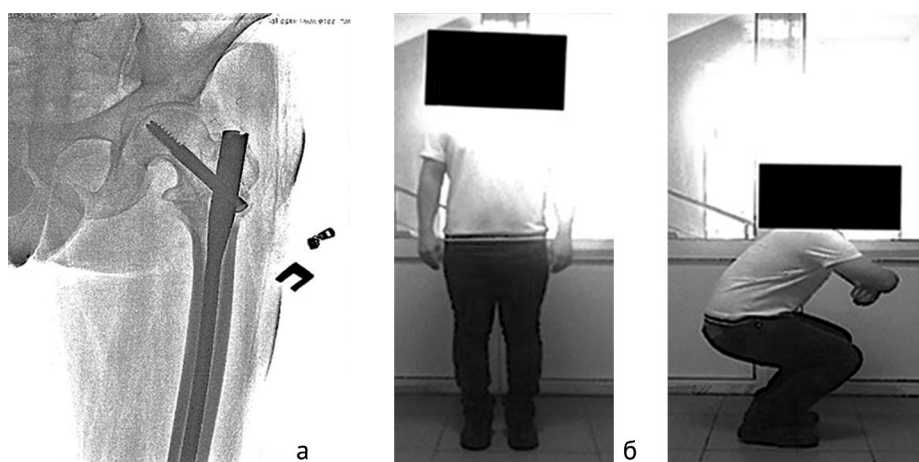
Результат лечения пациента: а — рентгенограмма тазобедренного сустава, прямая проекция, срастающийся межвертельный перелом, фиксированный проксимальным бедренным штифтом; б, в — фото пациента, функциональный результат: длина нижних конечностей соразмерна, объем движений в суставах нижних конечностей восстановлен
